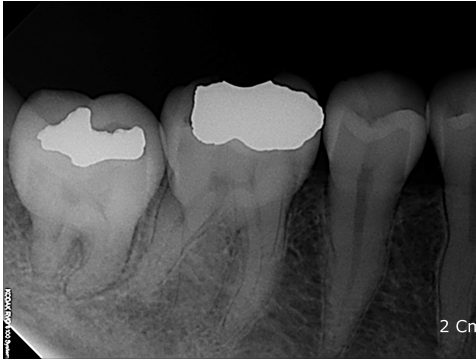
A standard radiograph of mandibular 1st molar with two distal roots
